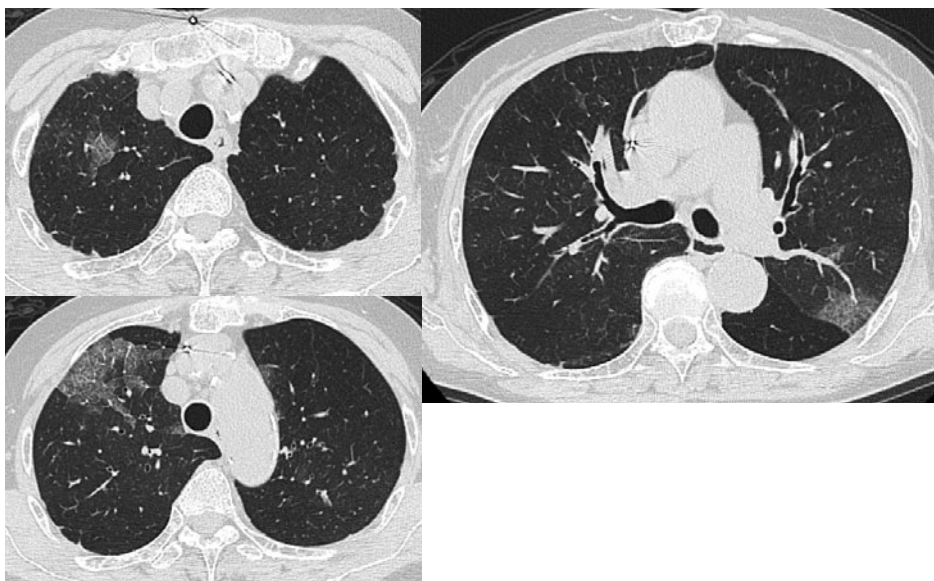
胸部CT。右上葉および左下葉に均一なすりガラス斑状影の多発を認めた。縦隔肺門リンパ節の腫脹や胸水貯留は認めなかった。
